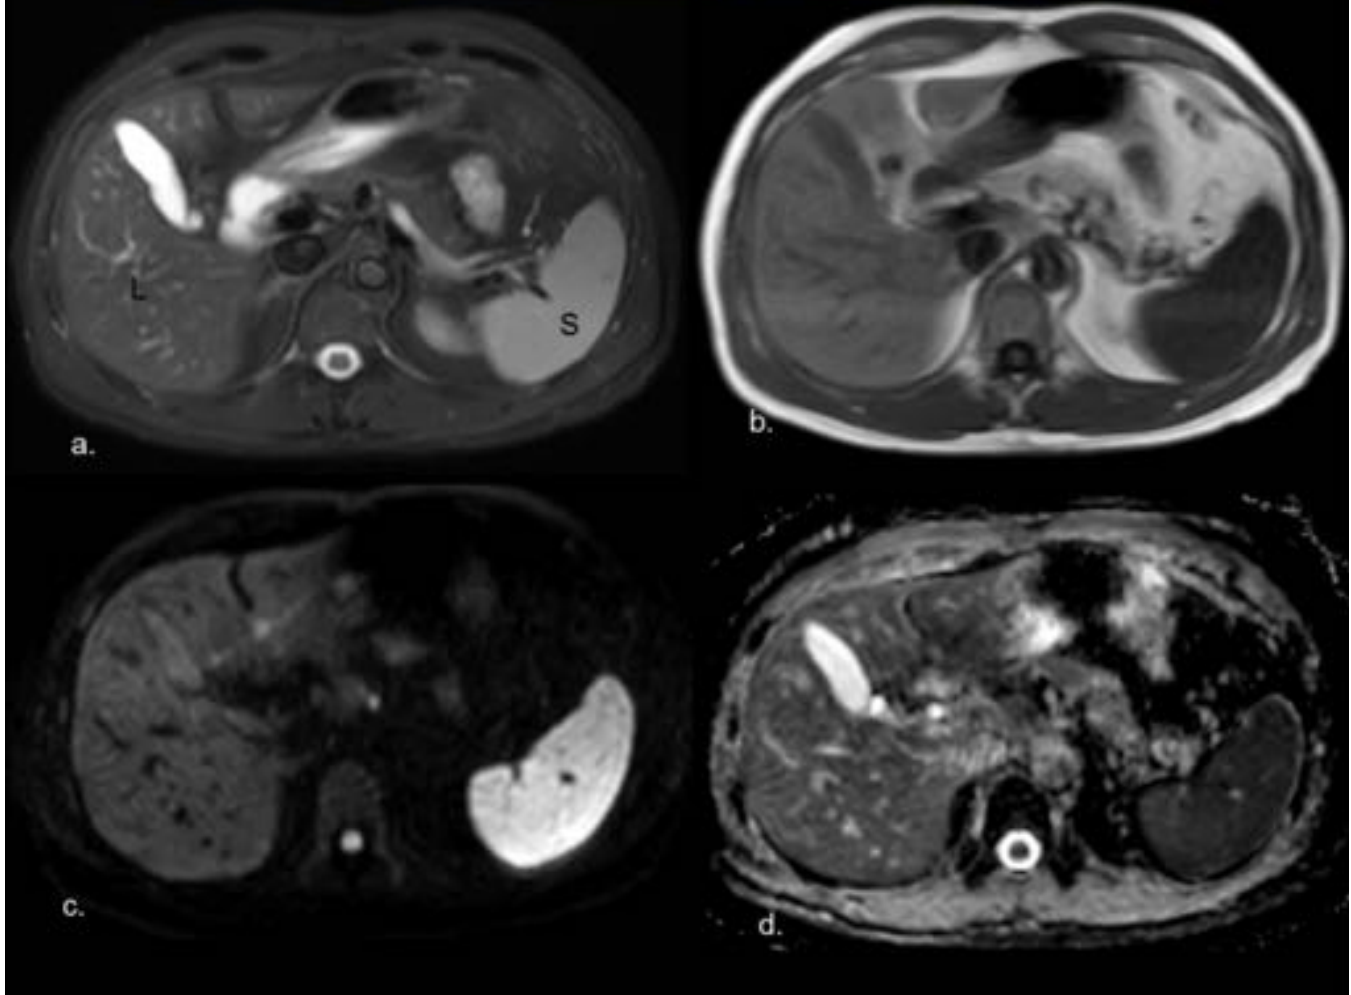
Bazo normal en RM. a.) STIR . intensidad de la señal del bazo es mayor que la del parénquima hepático b.) Imagen potenciada en T1. Intensidad de señal del bazo es menor que la de parénquima hepático . c-d.) Difusión (B1000) y mapa ADC. El bazo muestra de restricción de la difusión.
